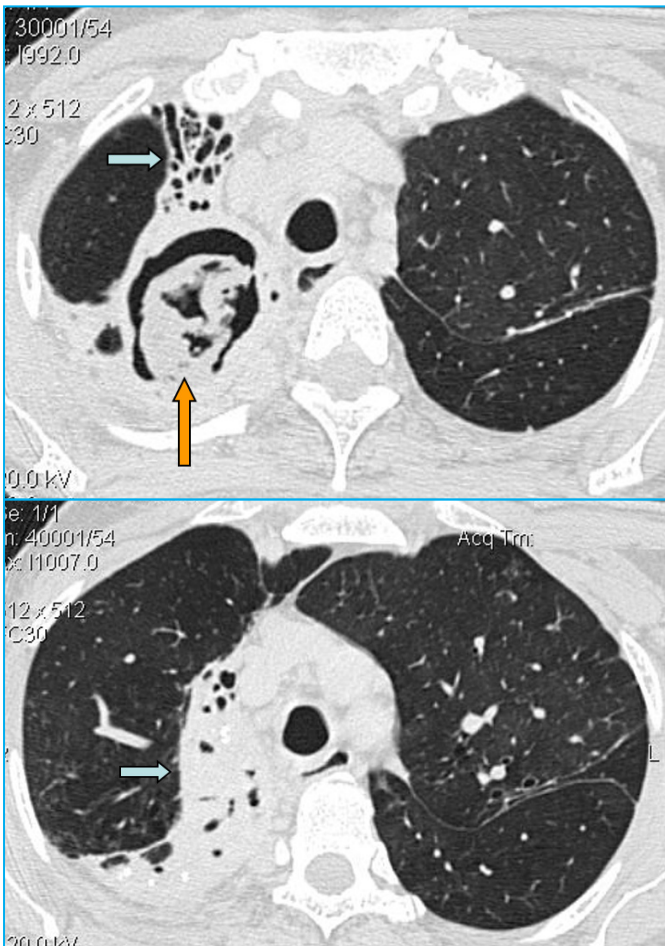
TC torácica: en el lóbulo superior derecho se identifican bronquiectasias (flecha azul) y una masa de densidad partes blandas en posición declive en el interior de la cavidad, compatible con aspergiloma (flecha naranja)
